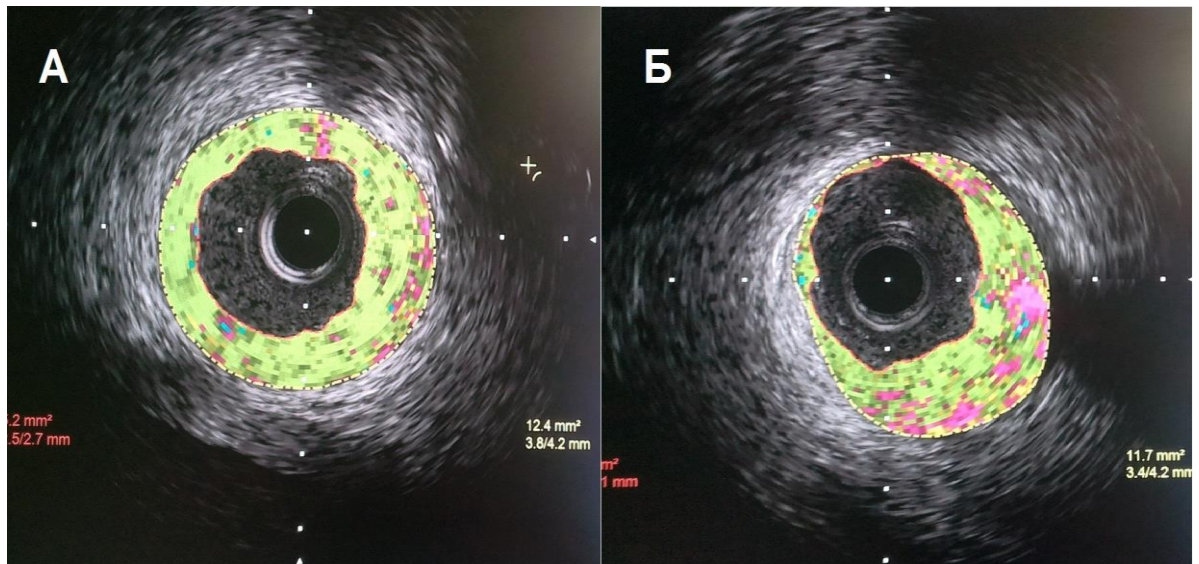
iMAP- ВСУЗИ: А – стабильная фиброзная АСБ в ПНА, Б – стабильная фиброатерома в ПКА
